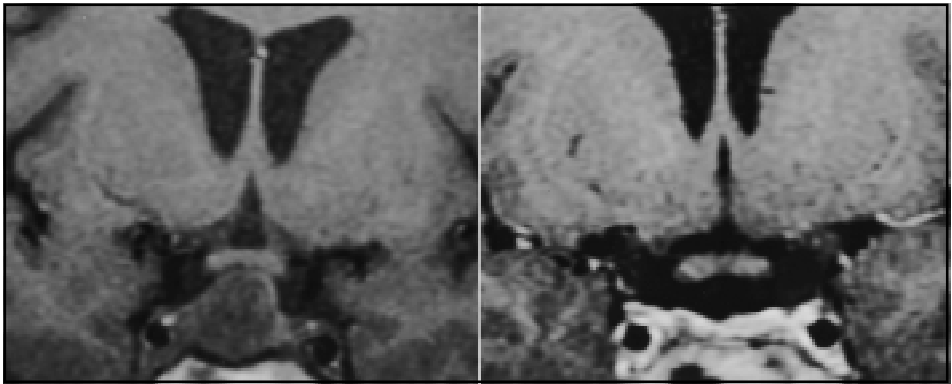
Esquerda: RMN pré-operatória em corte coronal (T1) da sela túrcica mostrando macroadenoma hipofisário. Direita: RMN pós-operatória (T1) mostrando ressecção completa da lesão.
